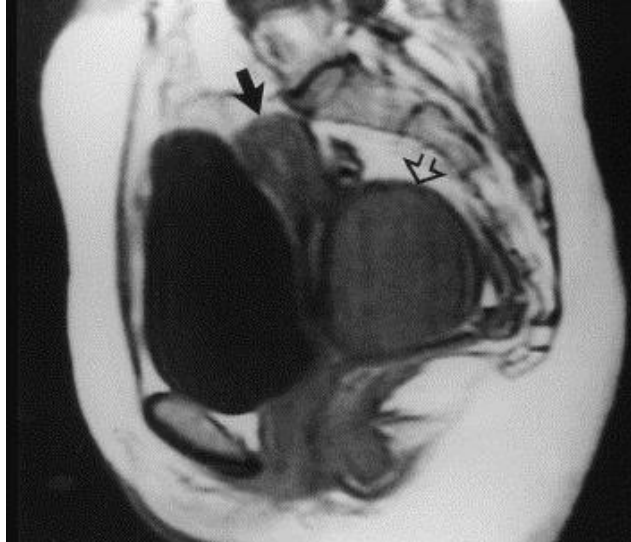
Imagen sagital por resonancia magnética donde se aprecia un leiomioma (flecha abierta) y el miometrio normal (flecha negra). Tomada de Schwartz *et al.*, (1998).
